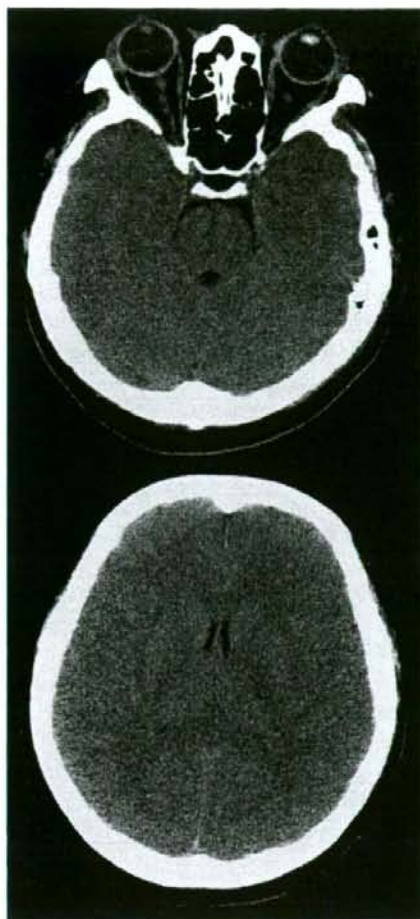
Brain CT on admission
